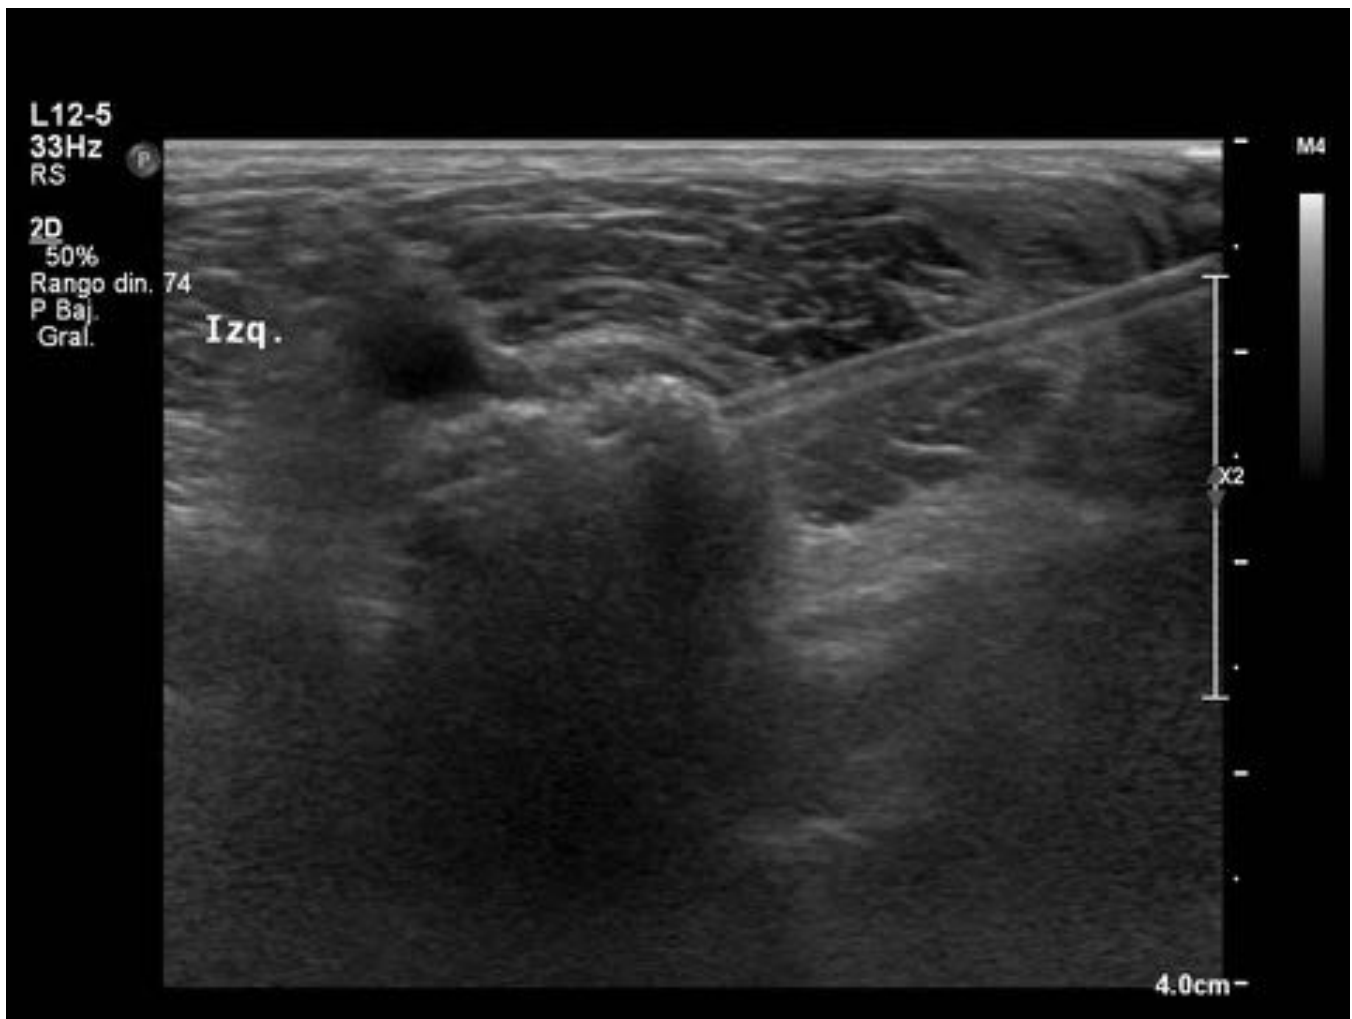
Biopsia guiada por ecografía: Osteocondromatosis sinovial primaria
